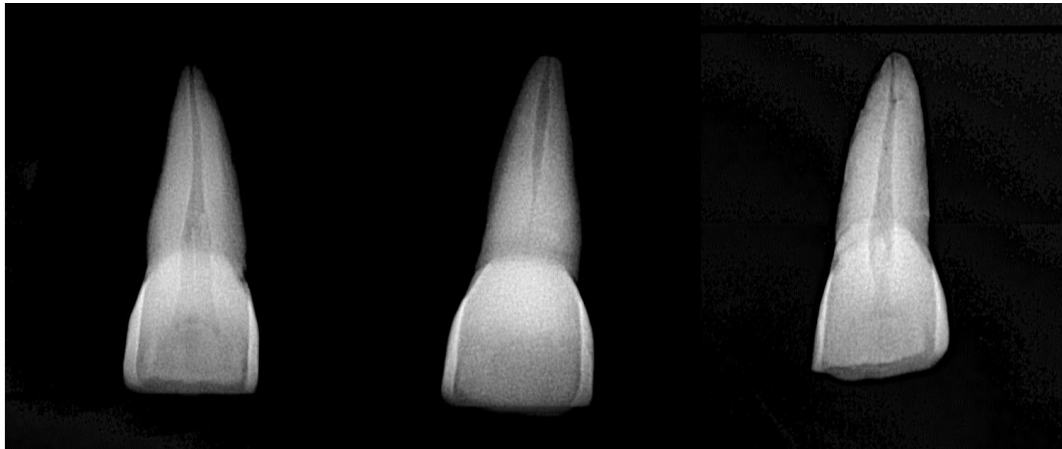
Radiografías iniciales de los OD.
